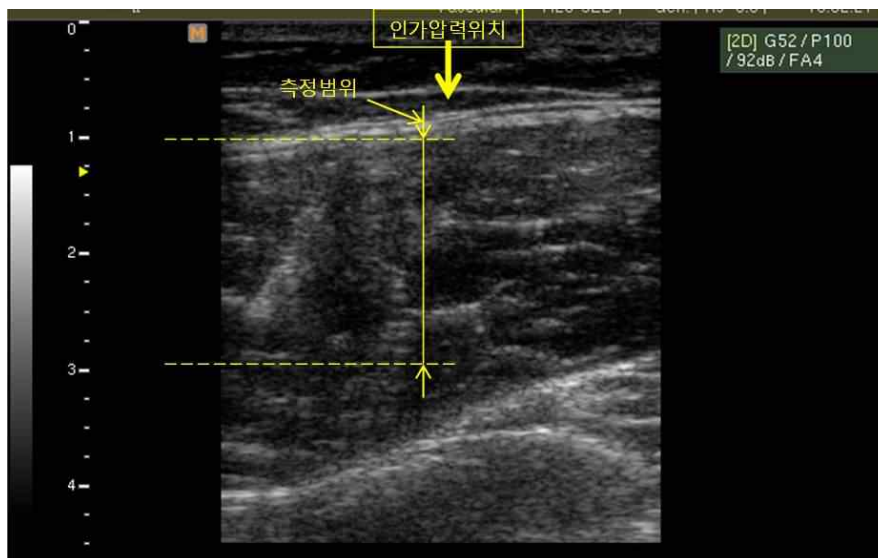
ROI결정을 위한 오른쪽 하지 대퇴직근의 초음파 영상(B모드)
